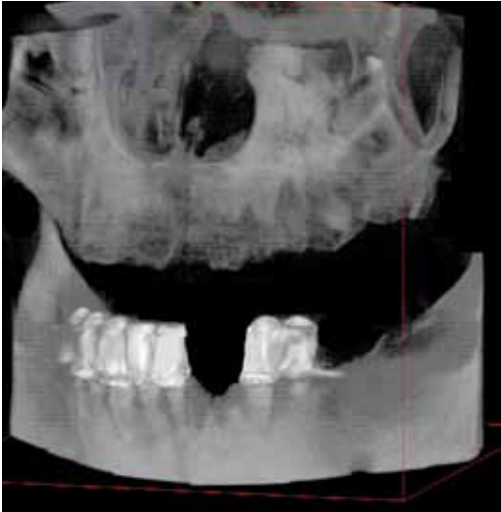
Präoperative Volumetomographie
